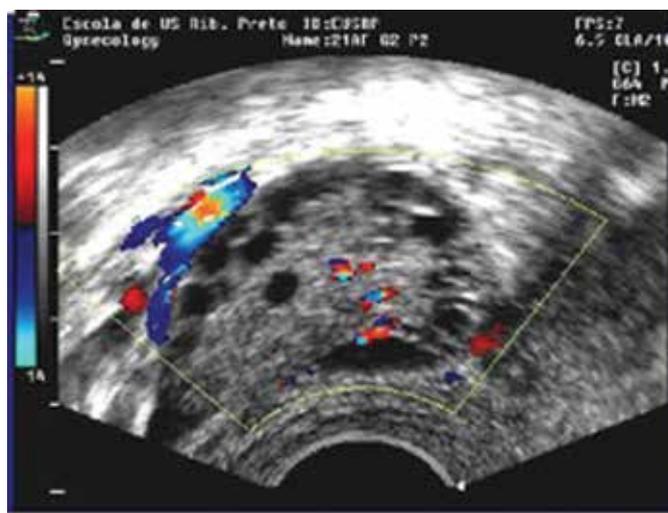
Dopplervelocimetria em ovário policístico (Doppler colorido)
